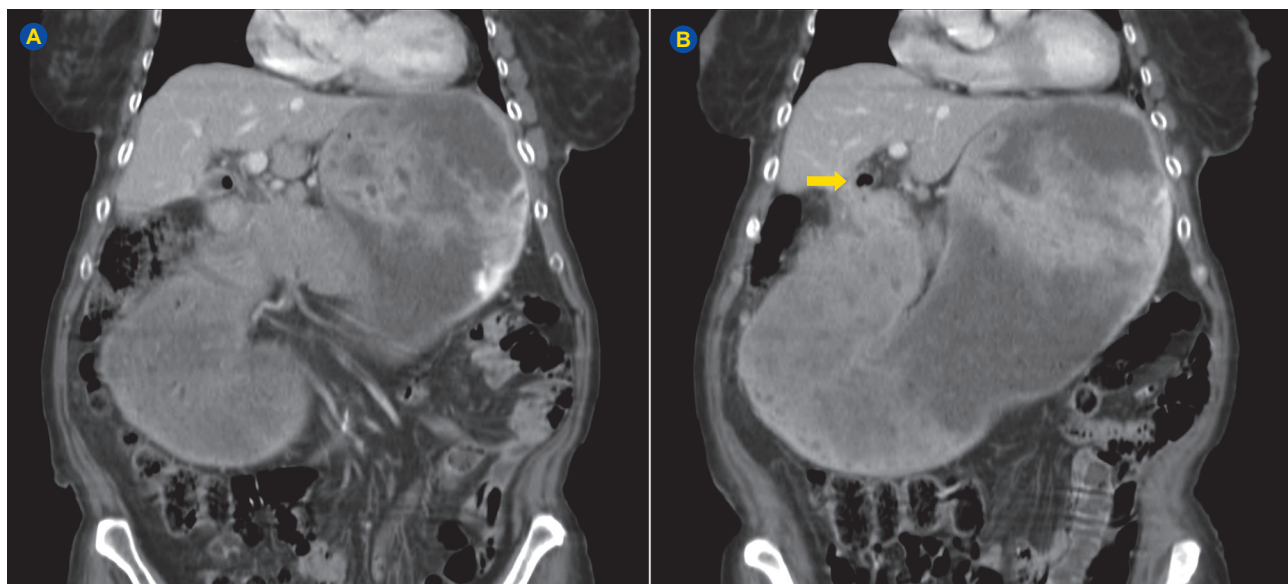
Tomografia computadorizada: imagens de aerobilia (seta) e distensão gástrica exuberante
